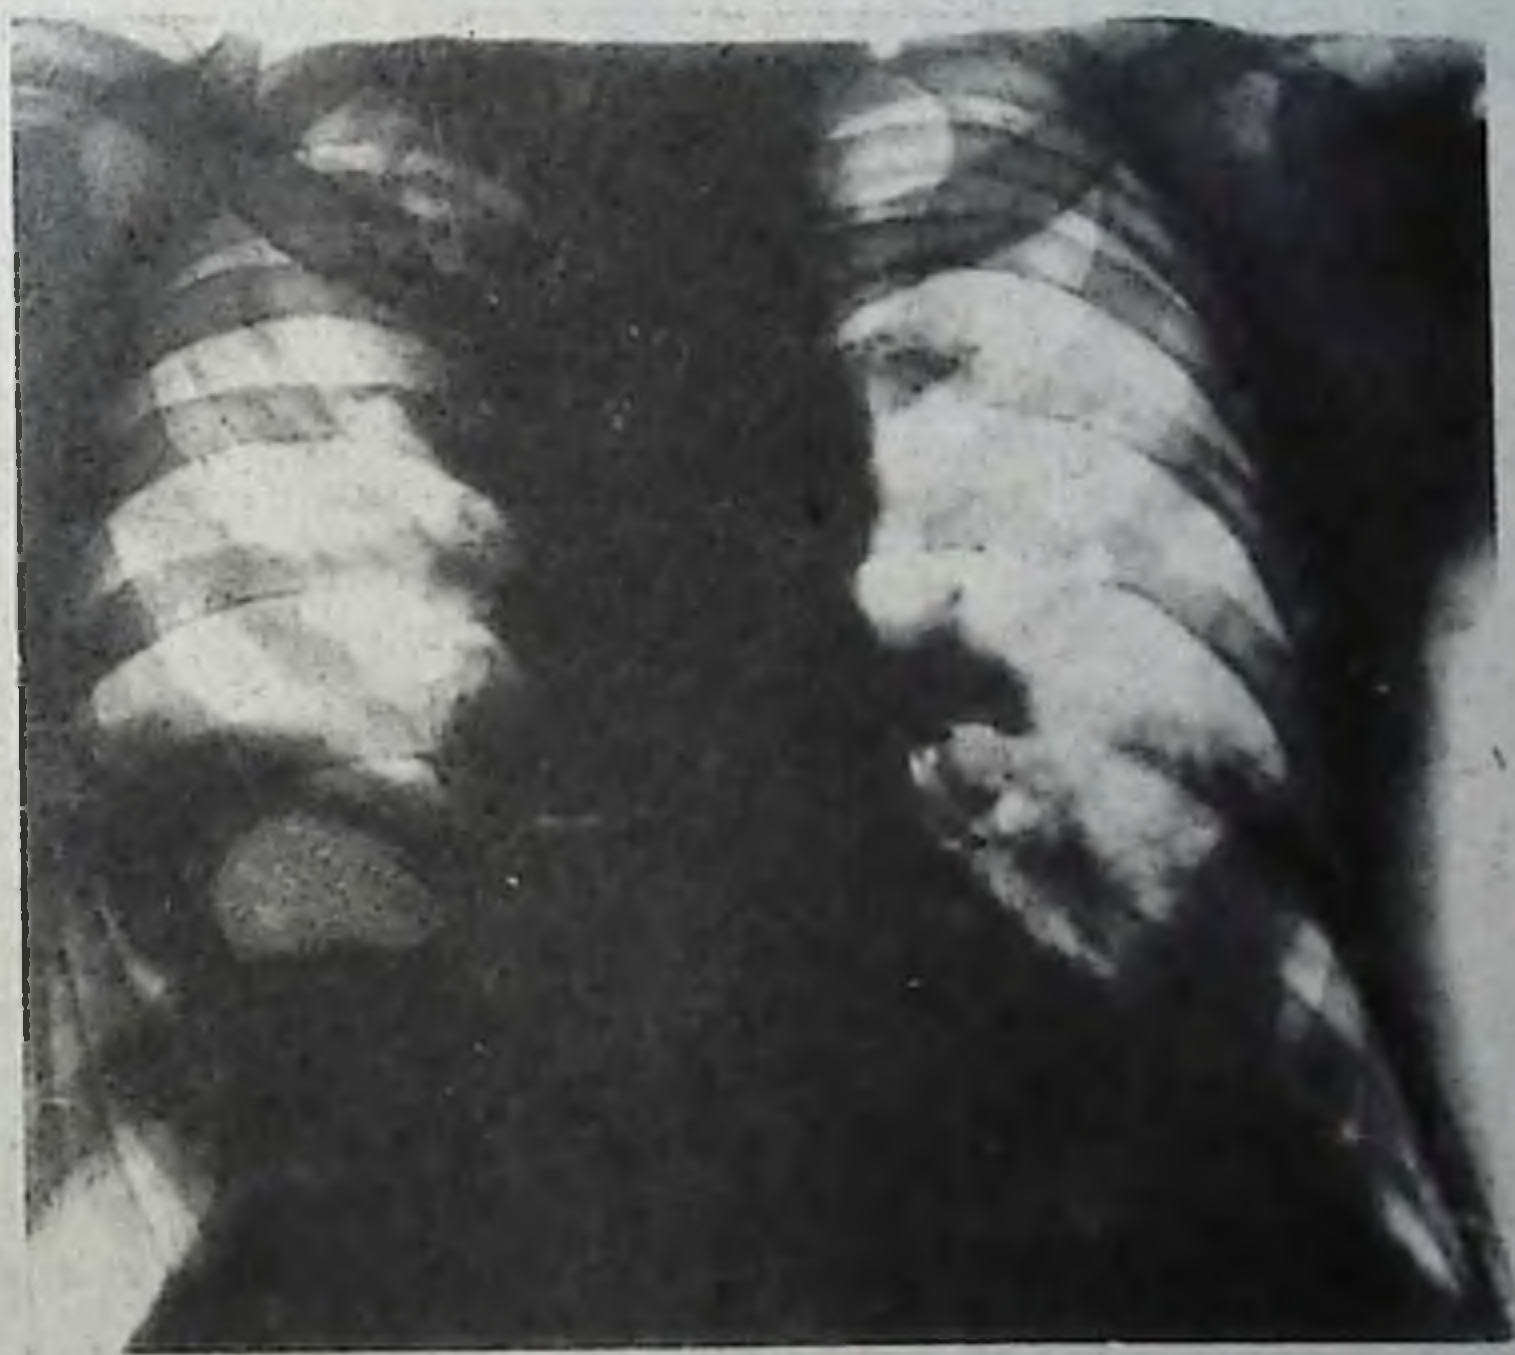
Рентгенограмма грудной клетки в прямой проекции. Справа в нижней части легкого — ограниченное неоднородное затемнение с наличием полости, содержащей воздух и жидкость. Контуры тени нечеткие. Слева от IV ребра книзу — неравномерное затемнение. Корни легких расширены.
